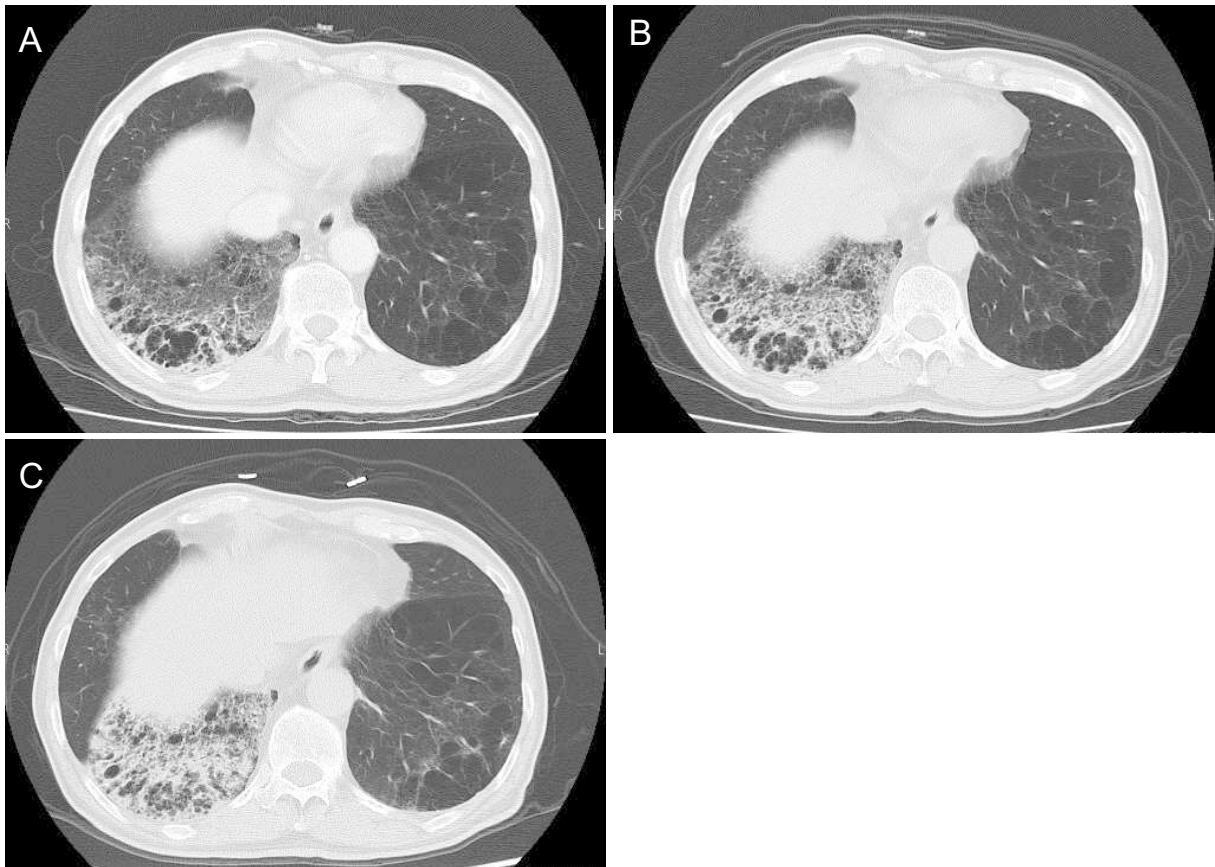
Chest CT acquired two years before the operation (A) showed an infiltrative shadow in the dorsal right lower lobe. Chest CT acquired one year before the operation (B) showed that the infiltrative shadow had increased in size. Chest CT on admission (C) showed that the lesion was still worsening in the right lower lobe, and the volume of the right lower lobe was reduced.
